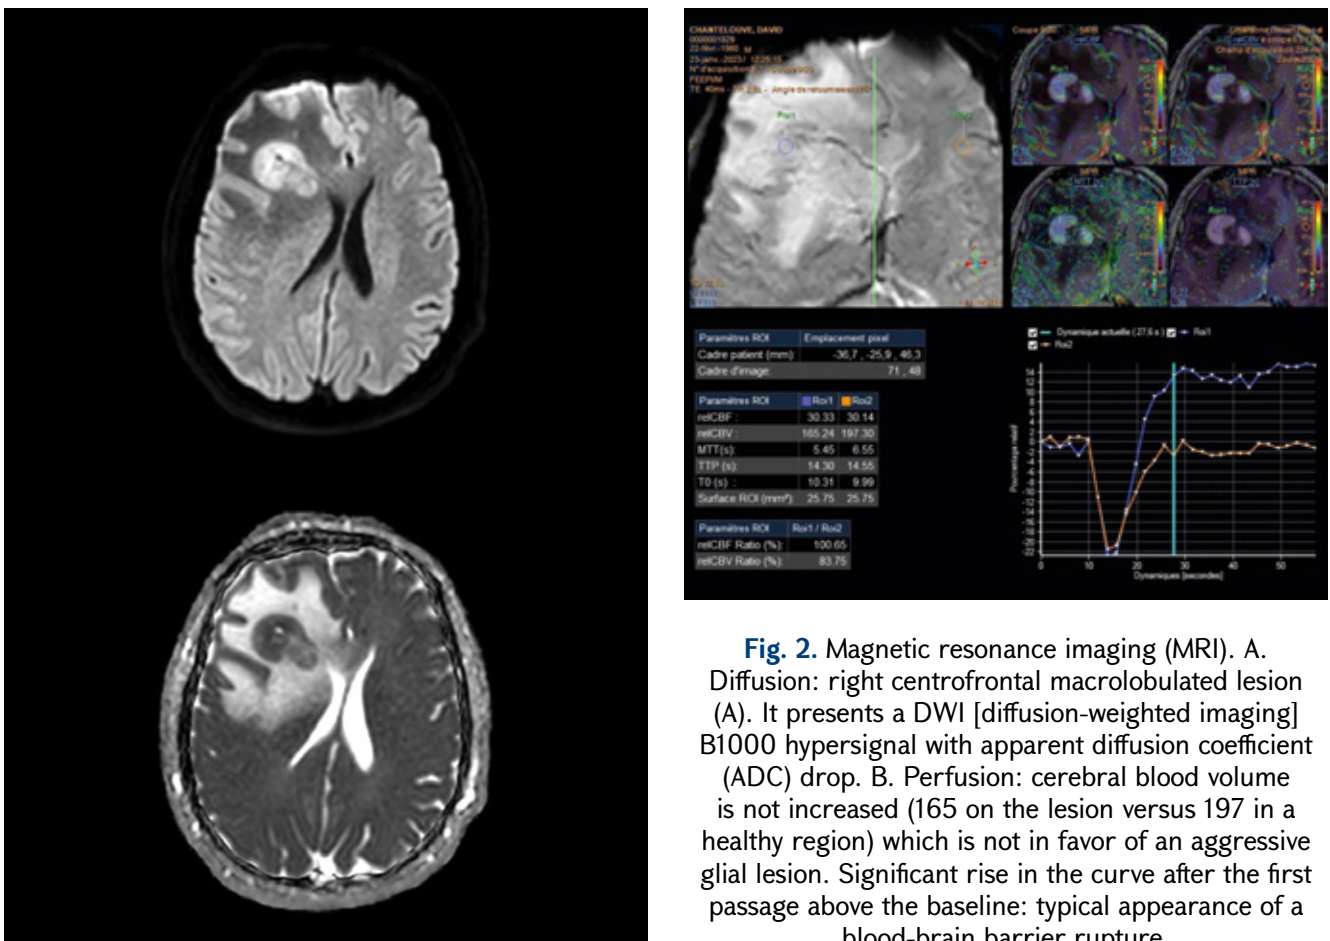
Magnetic resonance imaging (MRI). A. Diffusion: right centrofrontal macrolobulated lesion (A). It presents a DWI [diffusion-weighted imaging] B1000 hypersignal with apparent diffusion coefficient (ADC) drop. B. Perfusion: cerebral blood volume is not increased (165 on the lesion versus 197 in a healthy region) which is not in favor of an aggressive glial lesion. Significant rise in the curve after the first passage above the baseline: typical appearance of a blood-brain barrier rupture.
